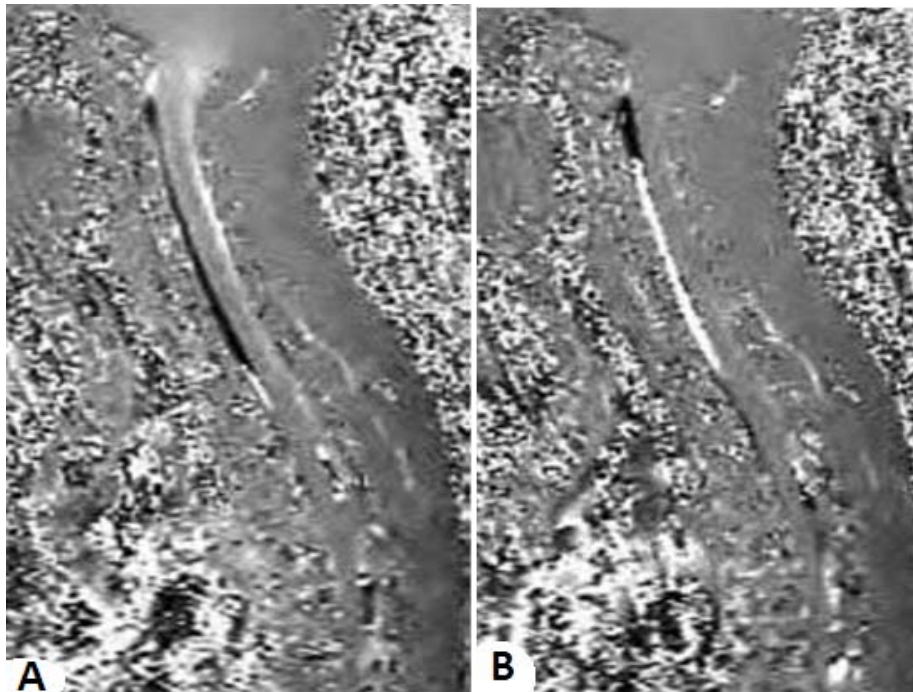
IRM dynamique en contraste de phase montrant le flux descendant de LCS au cours de la systole (A) et ascendant au cours de la diastole (B) [157].
